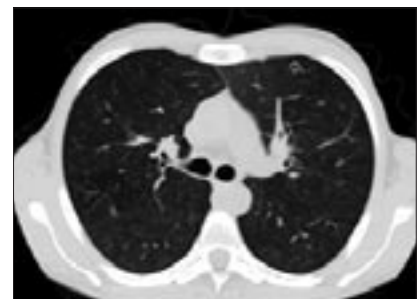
Компьютерная томограмма пациента Б., 21 года (CD4 18 кл/мкл). На представленном скане КТ легких (аксиальная проекция, «легочное окно») определяется тонкостенное полостное образование диаметром 8 мм в S3 левого легкого.
